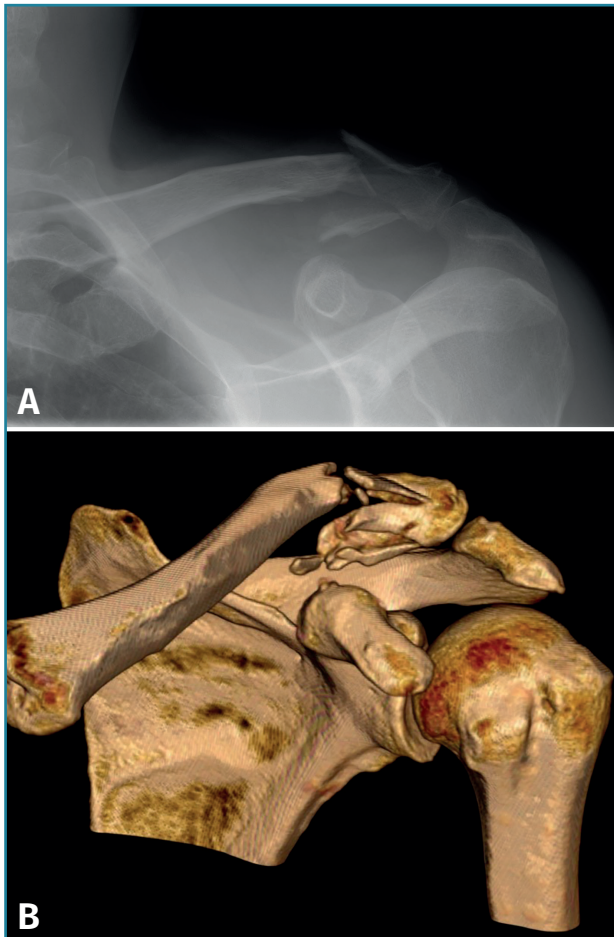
Fractura del extremo distal de la clavícula de tipo IIIB de Neer. La radiografía simple (A) y la reconstrucción 3D de la tomografía computarizada (B) muestran una afectación con diversos fragmentos de la clavícula, alguno incluye la inserción de los ligamentos coracoclaviculares y no se puede contener el ascenso del resto de la clavícula.
